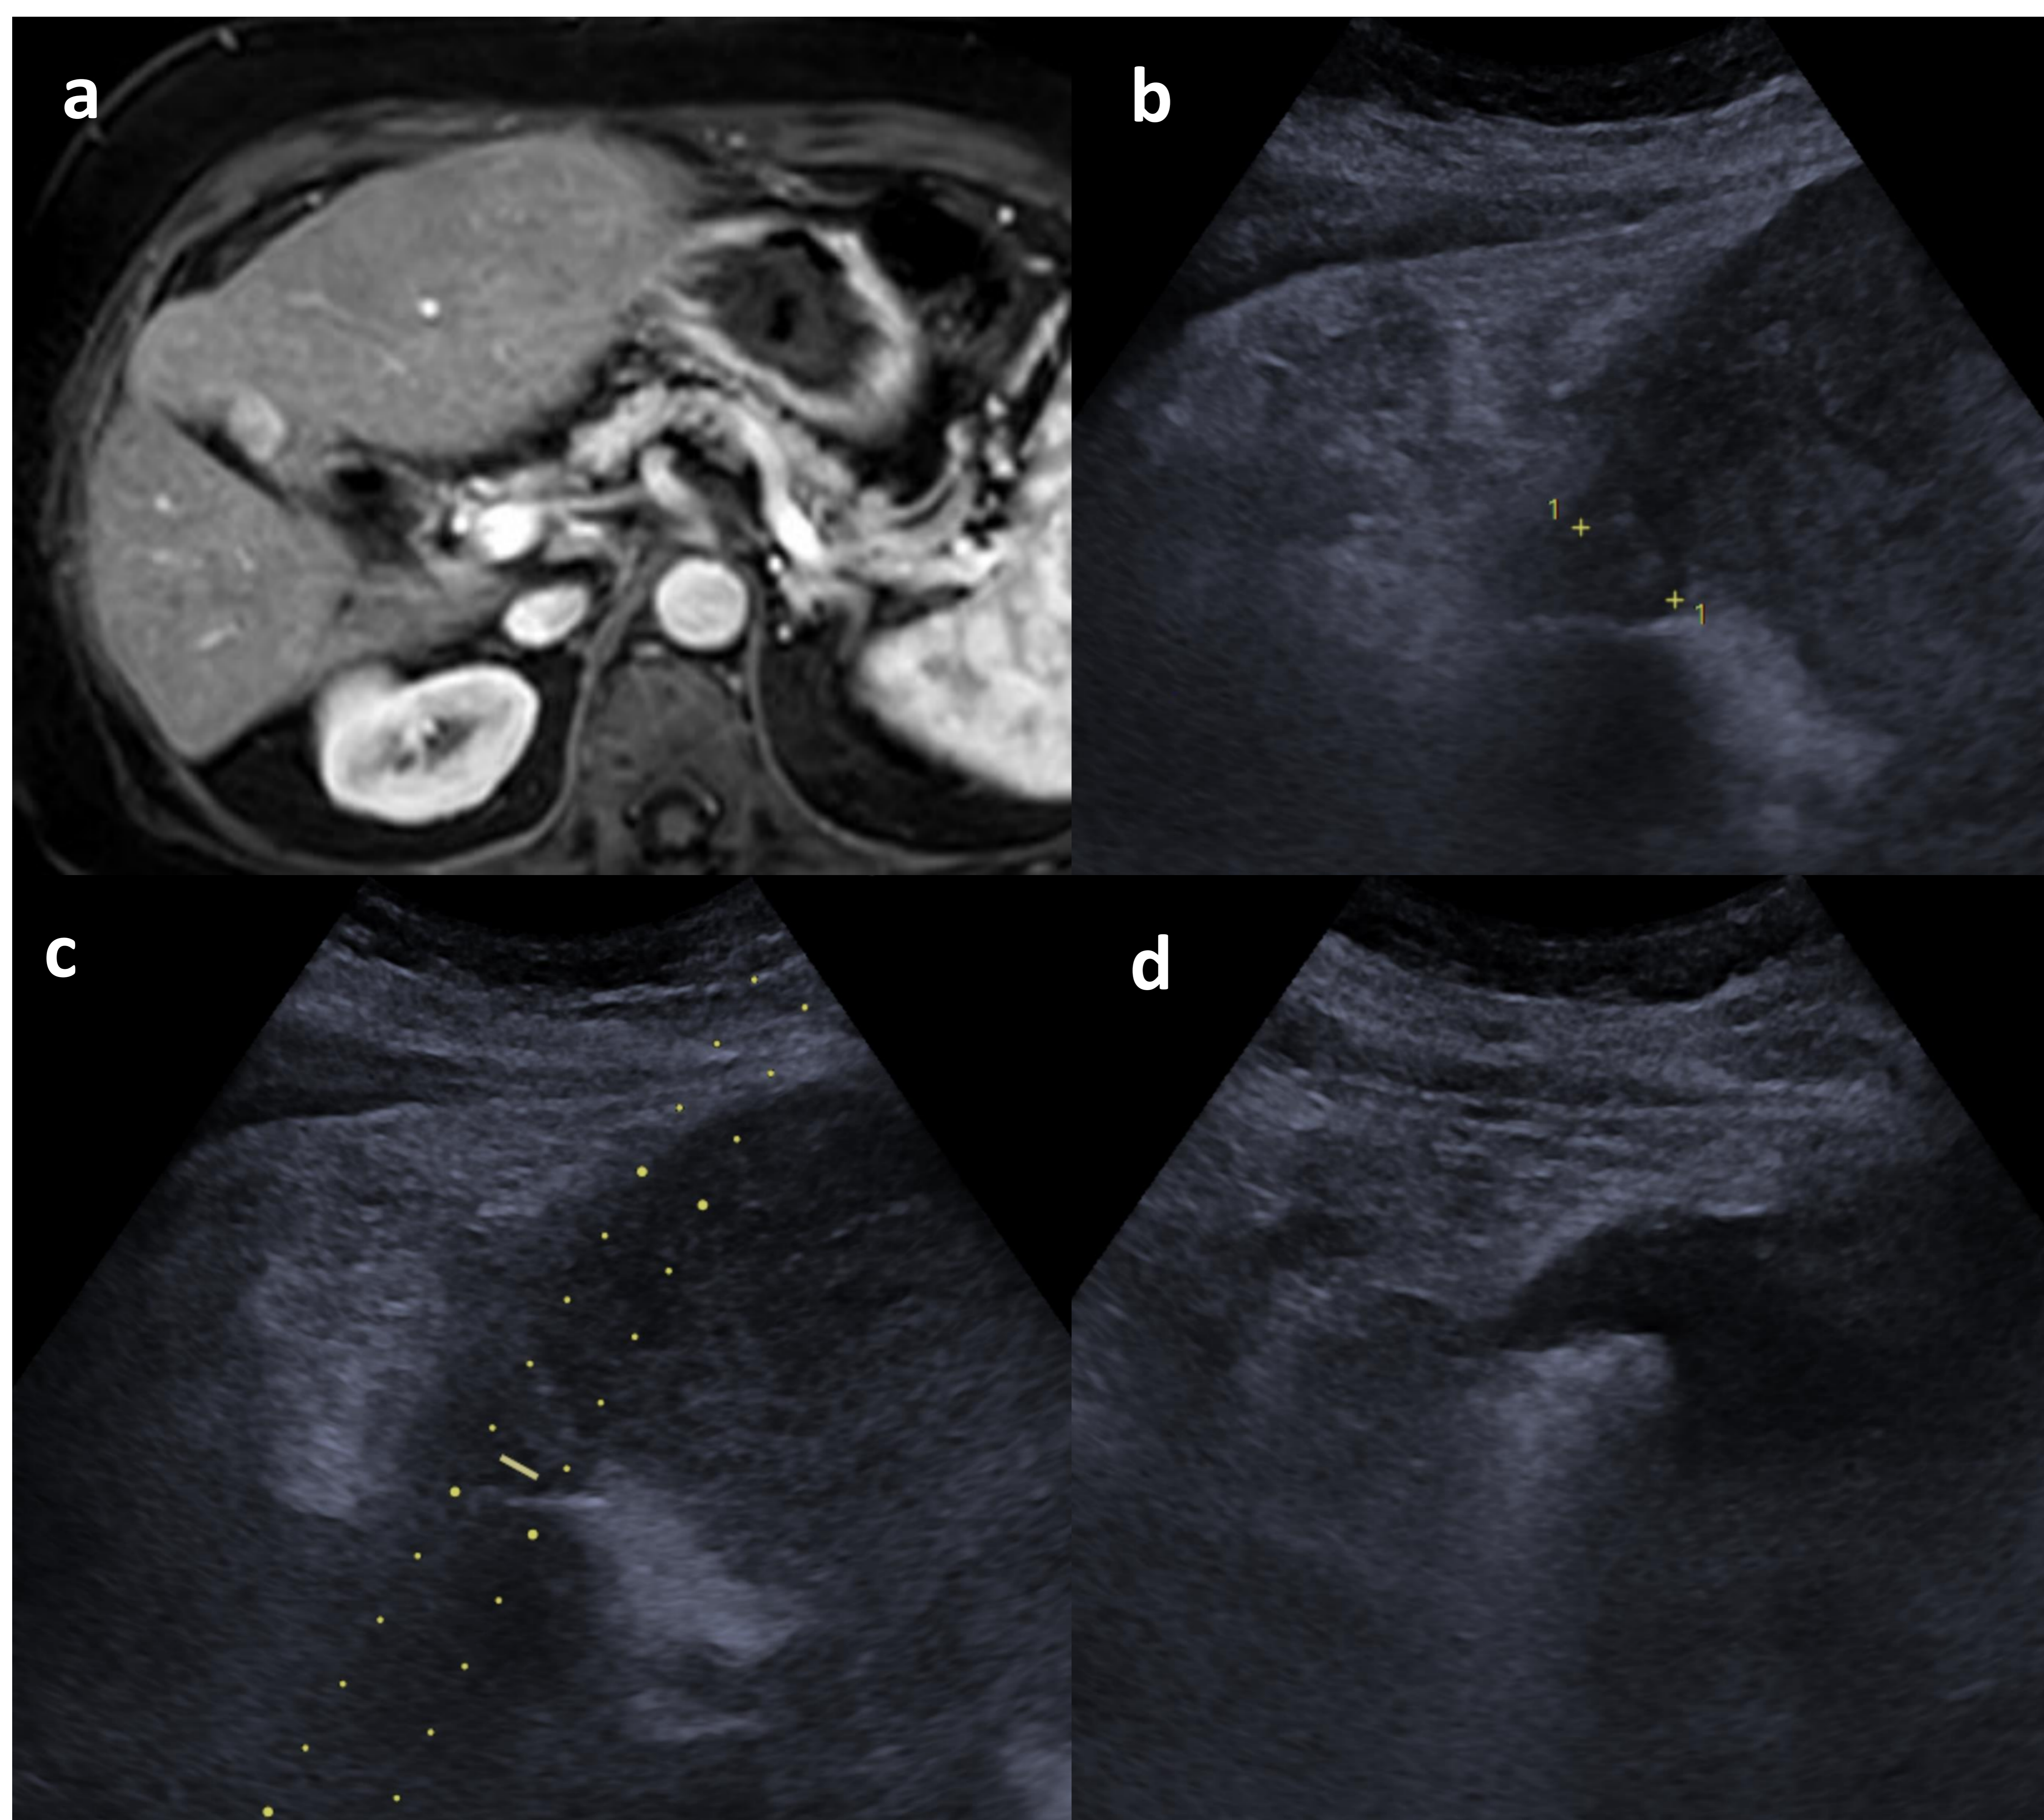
a: RM en fase arterial con CHC en segmento IVb. b-d: tratamiento con IPE donde se observa el trayecto previsible de la aguja (c) y la ecogenicidad producida por la buena difusión intratumoral del etanol (d).
